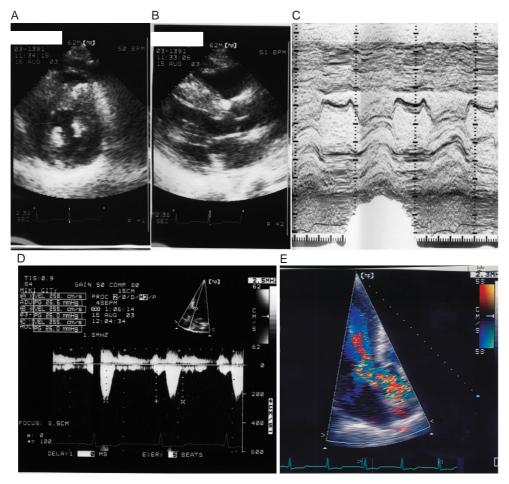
Echocardiograms 6 months after the second PTSMA
